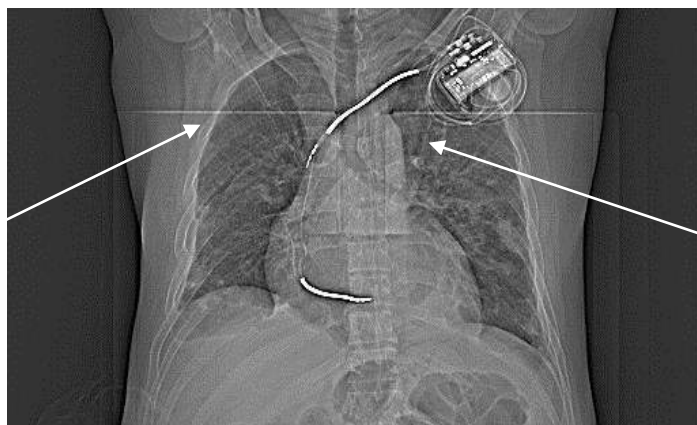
Компьютерная томография грудного сегмента. Заключение: КТ-признаки двухстороннего полисегментарного постпневмонического абсцесса легких в верхней S2 и средней S4 долях справа, и верхней S2 доле слева, хронического бронхита. Двухсторонний экссудативный плеврит.
